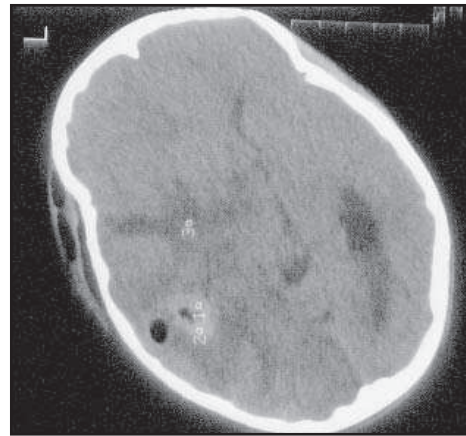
TDM de contrôle : Régression de l'abcès, persistance de l'effet de masse.
